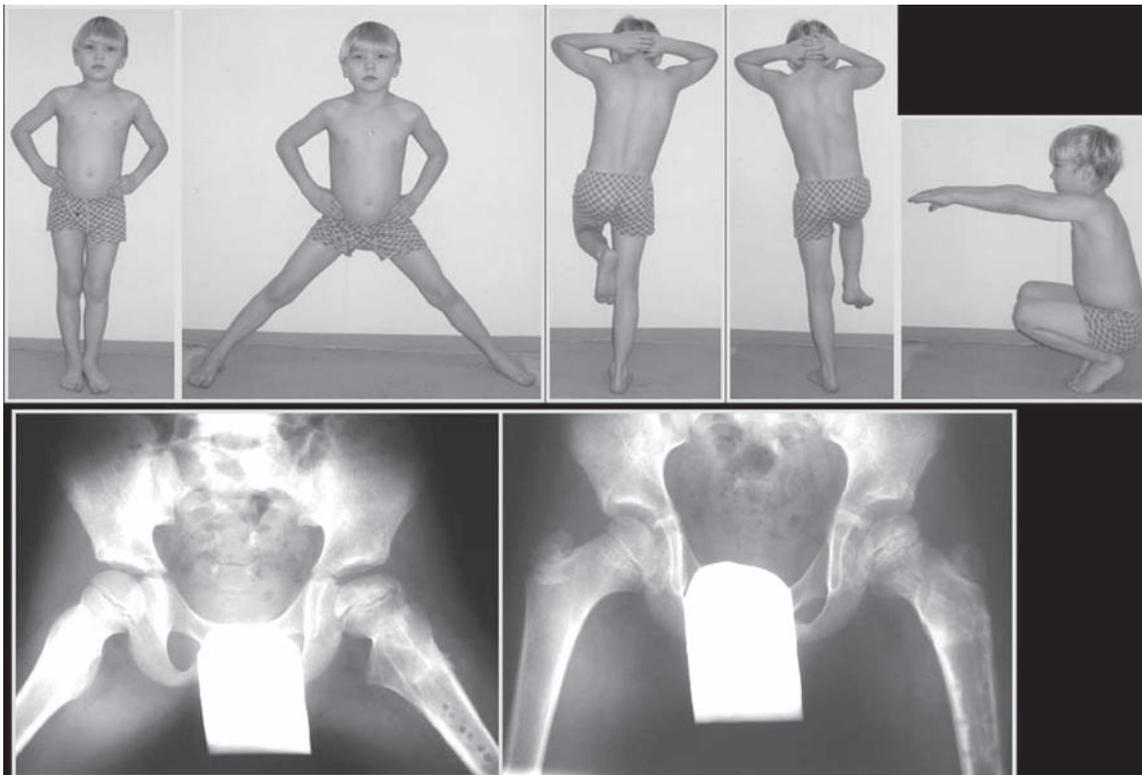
Больной К., 7 лет. Внешний вид и рентгенограммы через 6 месяцев после операции
